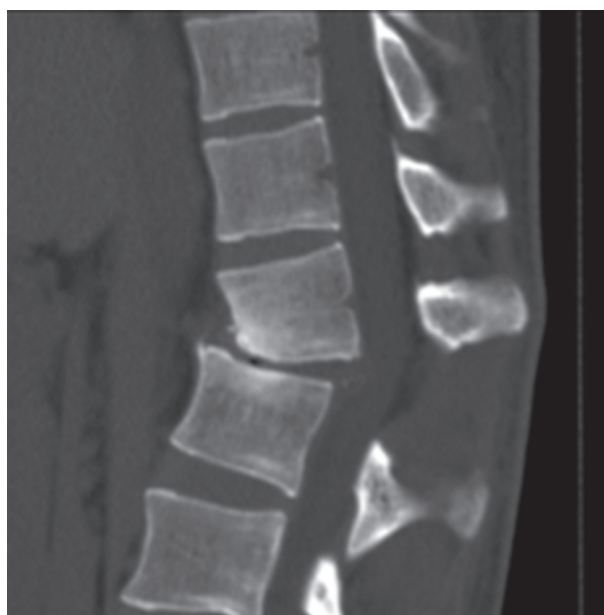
Компьютерная томограмма переходного груднопоясничного отдела позвоночника больного К. до операции
